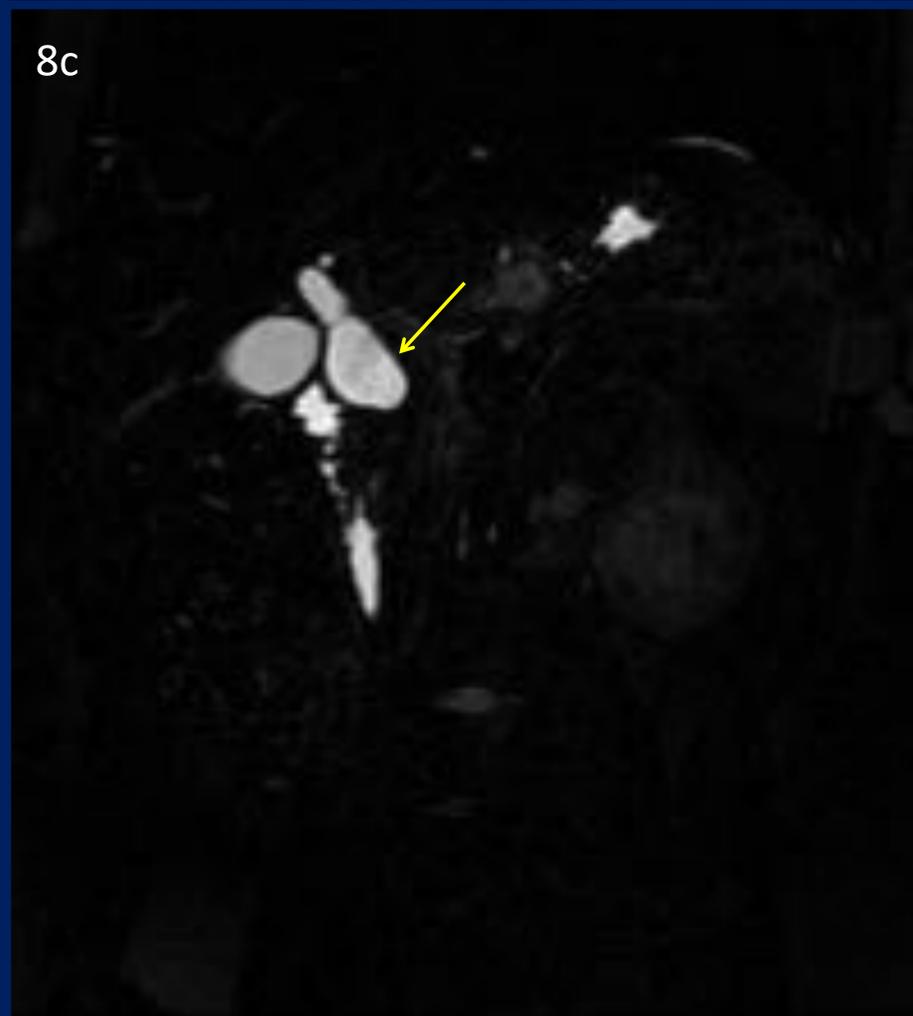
Cont. Quiste de colédoco. RM (a) secuencia T2 axial (b) T2 coronal y (c) colangiRM. Dilatación del conducto colédoco.
